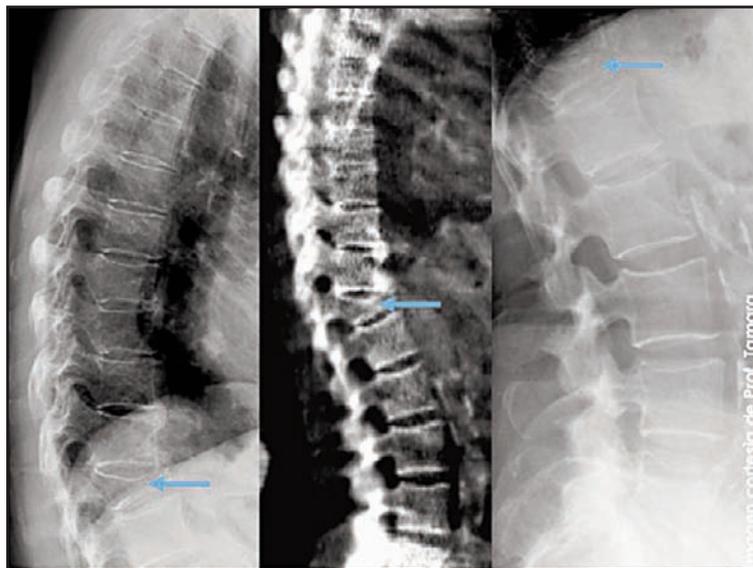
Severa fractura vertebral de T12 en imagen VFA de columna tóracolumbar (centro) y radiografías de columna dorsal (izquierda) y columna lumbar (derecha).¹¹
